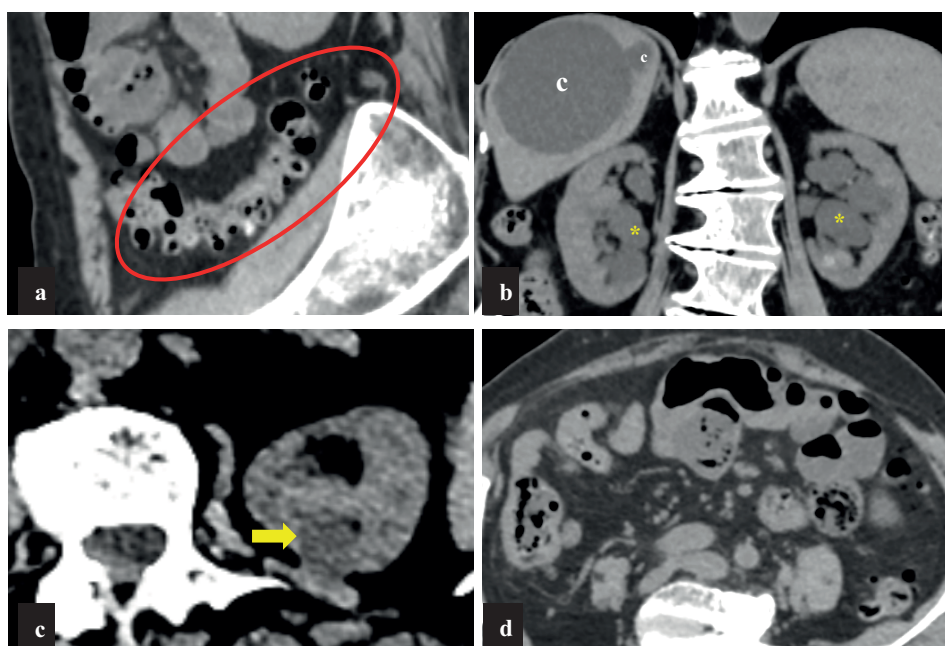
КТ без контрастного усиления (11.11.2025). MPR. а – Косая сагиттальная проекция. Дивертикулы нисходящей кишки (овал); б – Фронтальная проекция. Кисты печени (с), синусовые кисты почек (*); с – Аксиальная проекция. Киста левой почки (стрелка); д – Аксиальная проекция. Дивертикулы тонкой кишки не определяются.
